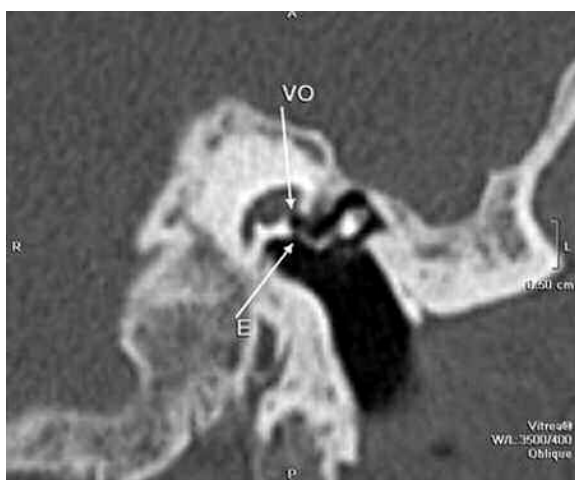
TC con RMP axial doble oblicua del estribo (E) en la ventana oval (VO).
